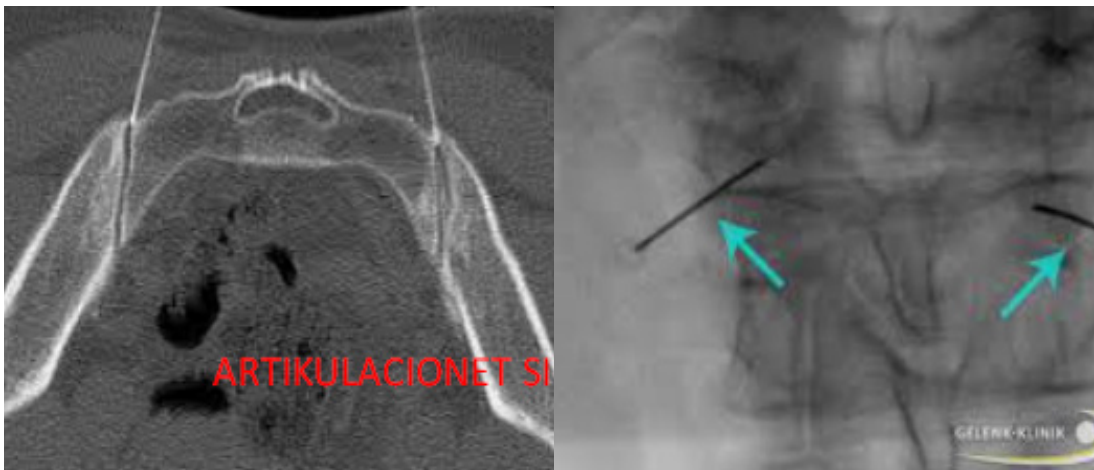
a,b - Aplikimi i terapisë në articulacioni sacroiliak bilateral me CT dhe me skopi (raste personal).
